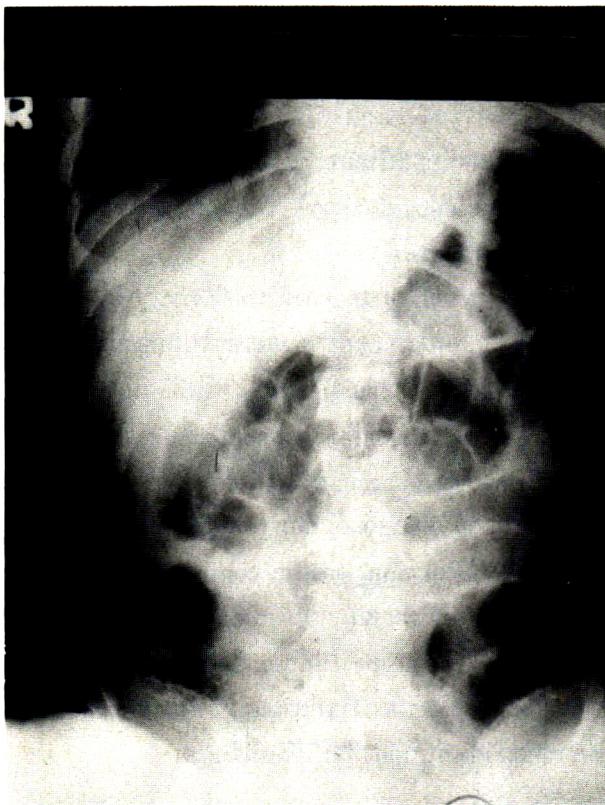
Plain abdomen x-ray (24 hour after admission) shows paralytic ileus and elevated left diaphragm.
